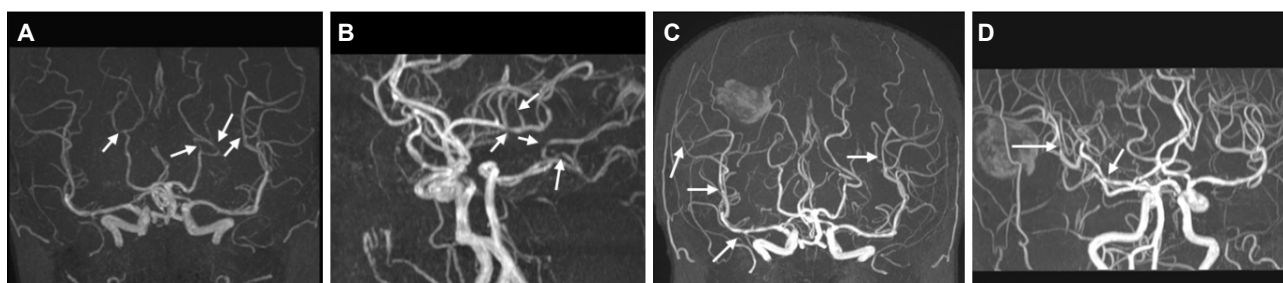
Serial, representative images of the case. TOF MRA taken at 2nd day of onset of headache showed subtle narrowing in a few of intracranial arteries (A, B). TOF MRA at 9th day showed narrowing of intracranial arteries was persistent and more progressed (C, D). TOF MRA; time-of-flight magnetic resonance angiography.
